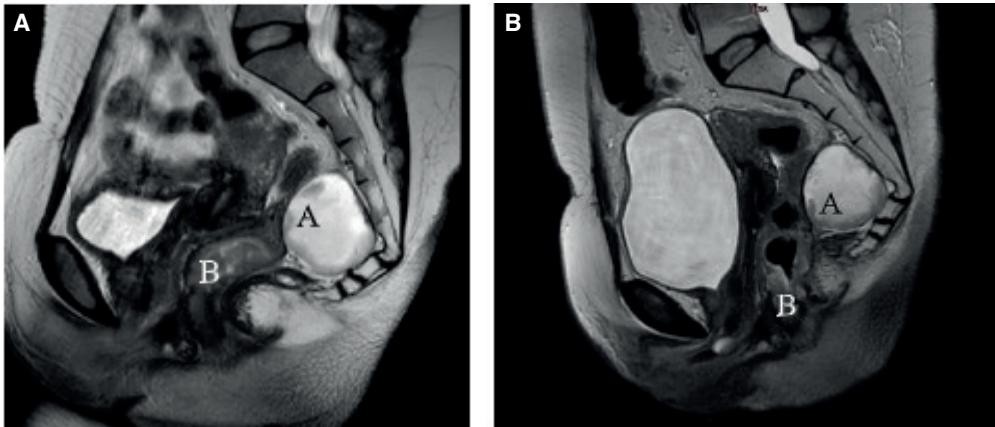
Resonancia magnética de pelvis de alta resolución en plano sagital, con secuencias ponderadas en T2. A. Imagen previa a la neoadyuvancia. B. Imagen posterior a la neoadyuvancia. Se evidencia engrosamiento irregular hipointenso de la pared del recto distal, compatible con carcinoma de recto inferior (A) y lesión quística retrorrectal bien delimitada, homogéneamente hiperintensa, compatible con quiste retrorrectal (B).
